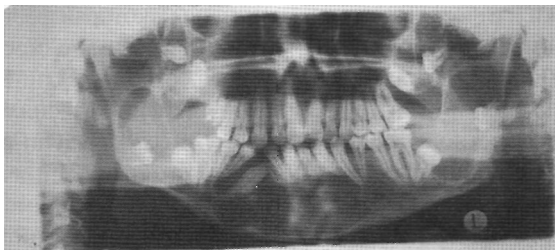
Ортопантомограмма данного пациента. Поликератоктоз челюстей.
